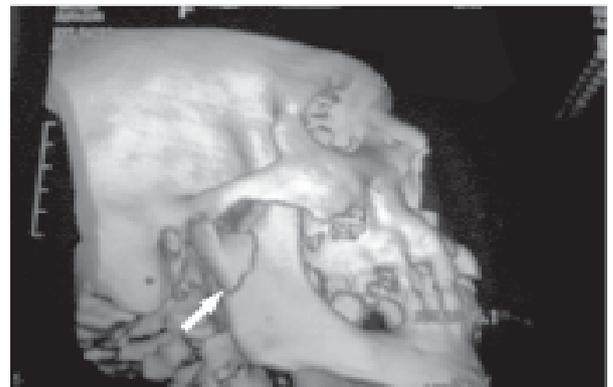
Tomografia com reconstrução 3D.
